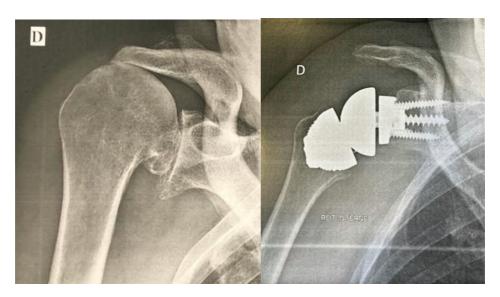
Radiographies pré et post opératoire prothèse anatomique
